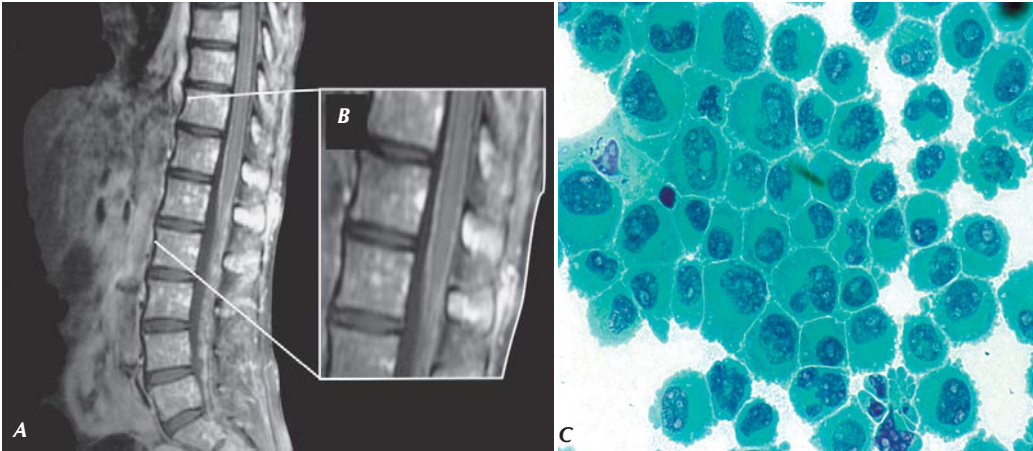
Mujer de 48 años de edad, tratada por mieloma múltiple en vigilancia. Se presentó por síndrome de cauda equina. Se demostró infiltración meníngea por mieloma IgA (mielomatosis meníngea): A. IRM T1 Sagital + Gadolinio que muestra infiltración paquimeningea medular. B. Acercamiento del cono medular. C. Examen citológico del líquido cefalorraquídeo con infiltración por células plasmáticas.
